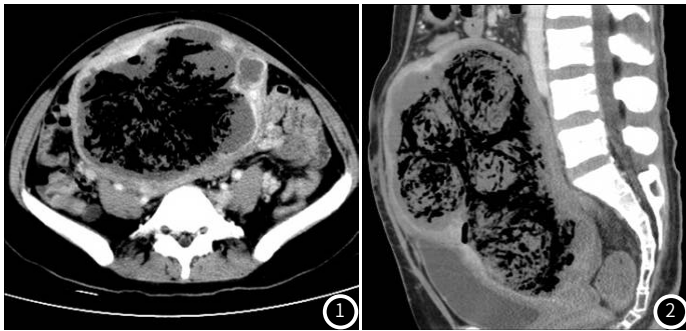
多发子宫肌瘤的CT横断面图像。图2 多发子宫肌瘤的矢状位图像。
